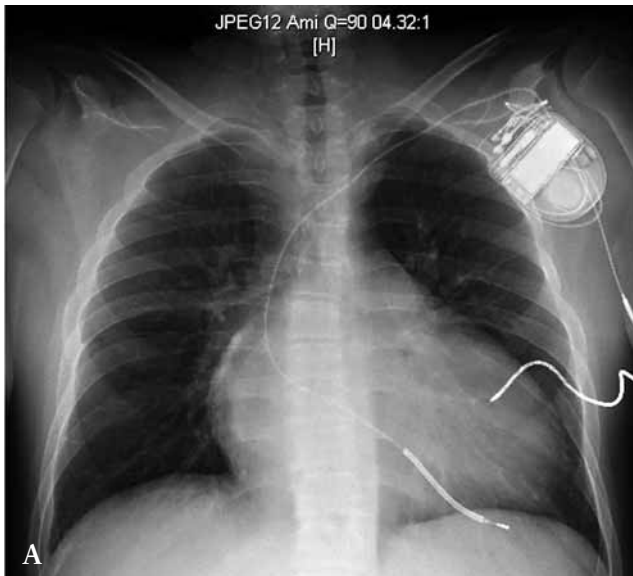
Miocardiopatía hipertrófica. Edad: 15 años. A) Rx tórax: cardiomegalia leve. Debut con muerte súbita abortada. Sistema de desfibrilador endocavitario. B) RM en eje corto con hipertrofia concéntrica de VI.
